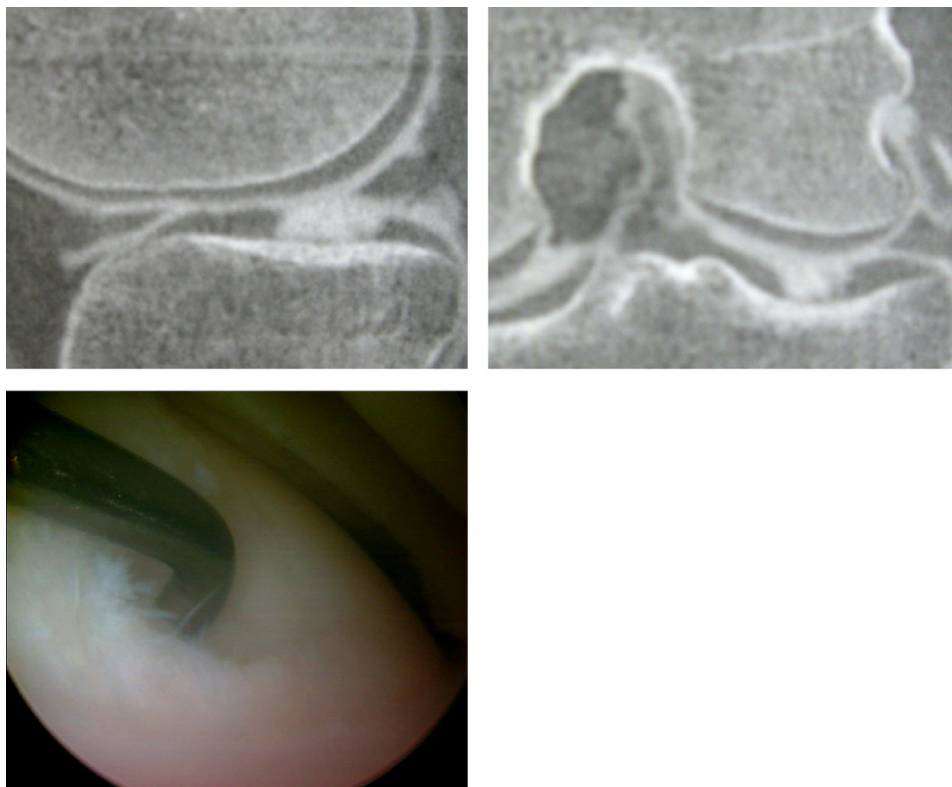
Images IRM et aspect arthroscopique du cas clinique n° 3.
